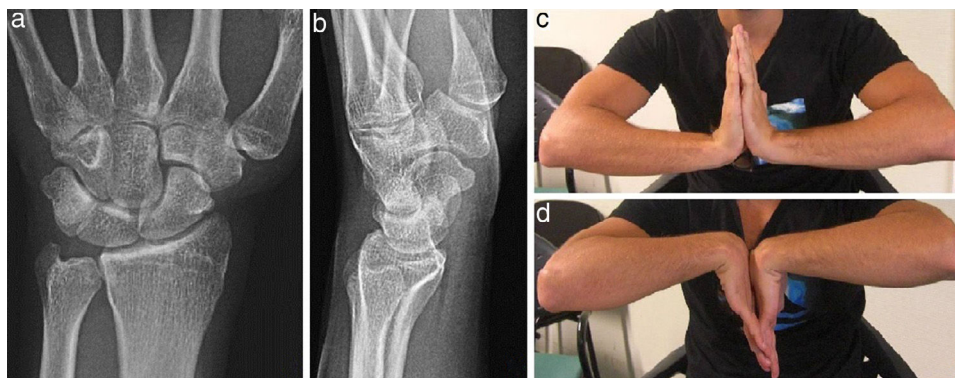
Radiografía simple AP y lateral (a y b), y flexo-extensión de muñeca (c y d) un año tras la lesión.
